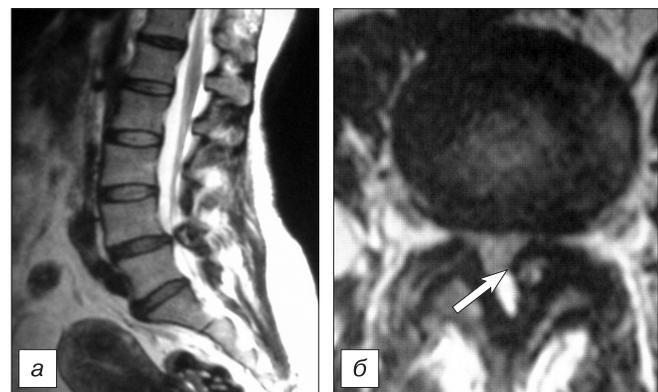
МР-томограмма поясничного отдела позвоночника в T2-режиме в сагитальной (а) и аксиальной (б) проекциях. Аксиальная проекция выполнена на уровне диска $L_{IV}-L_{V}$.
